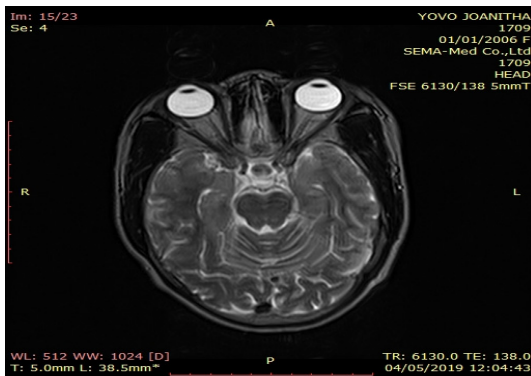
IRM des nerfs optiques
